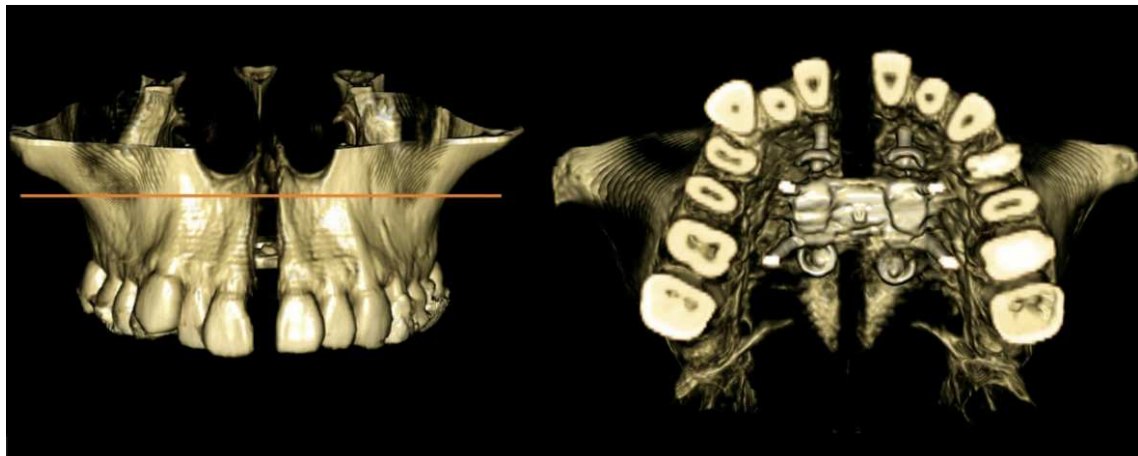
Imagens CBCT tiradas logo após o término da fase ativa do MARPE. Vista frontal e oclusal da representação volumétrica tridimensional. Imagem retirada de (Cunha et al., 2017).
